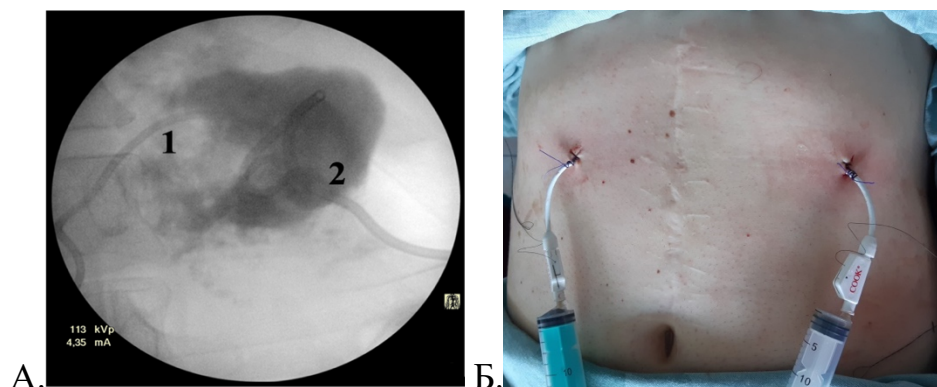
А. Рентгенограмма дренированной кисты головки поджелудочной железы через желудочно-ободочную связку (1) и трангастрально (2).
